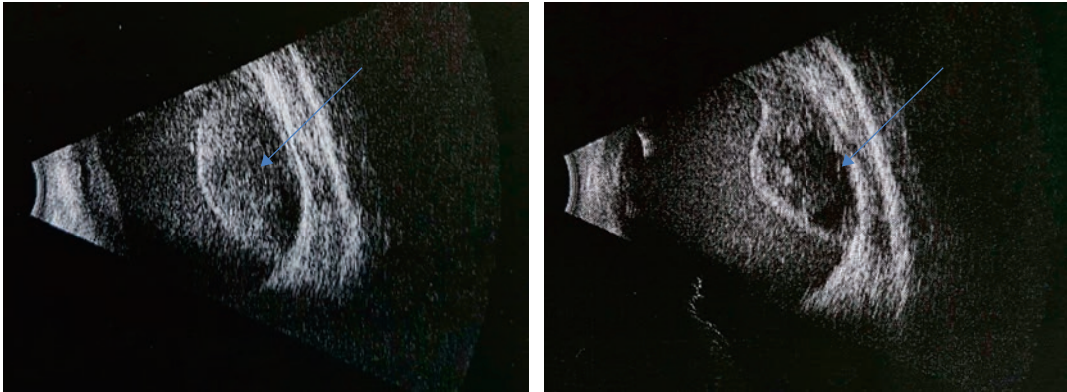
Échographie en mode B d'hématomes choroïdiens à différents stades évolutifs.
